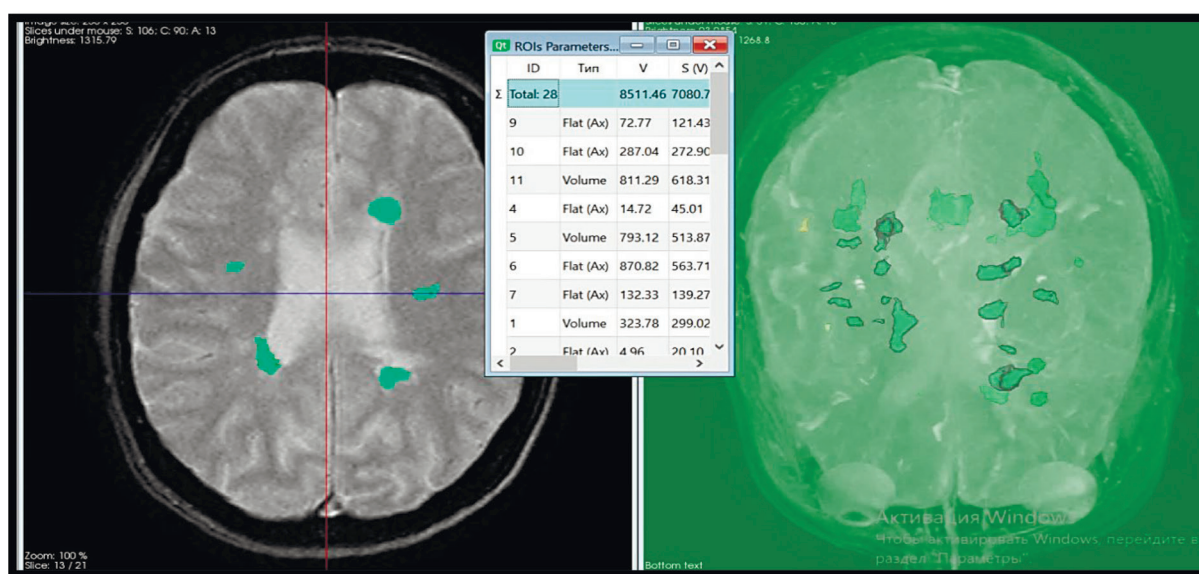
Интерфейс программы «Brain Snitch» с рассчитанными в автоматизированном режиме табличными данными с количеством и объемом очагов демиелинизации МРТ-сканов головного мозга от 2021 г.
